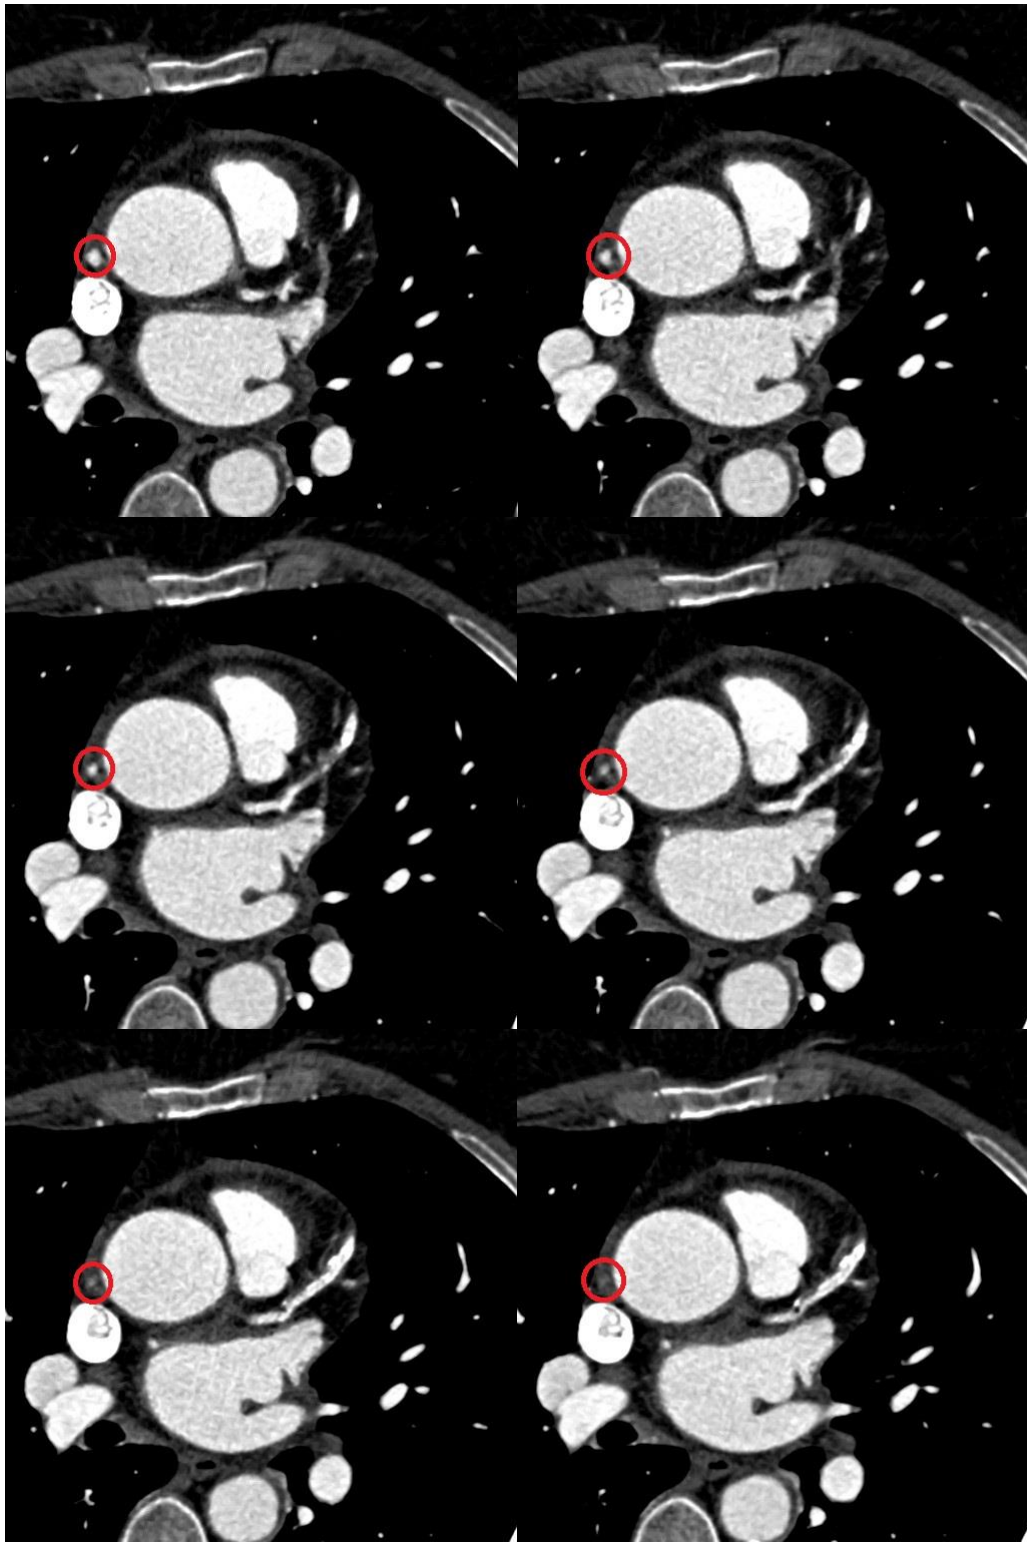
CTA-Quellbilder der segmentierten RCA aus Abbildung 18. Im roten Kreis erkennt man die schlechte Kontrastierung der RCA im Verlauf der sechs aufeinanderfolgenden Frames.
